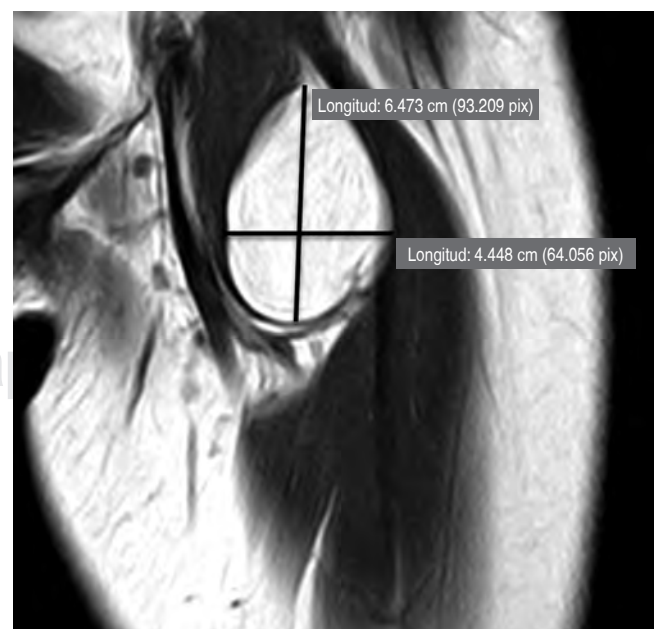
Resonancia magnética nuclear de muslo izquierdo.
